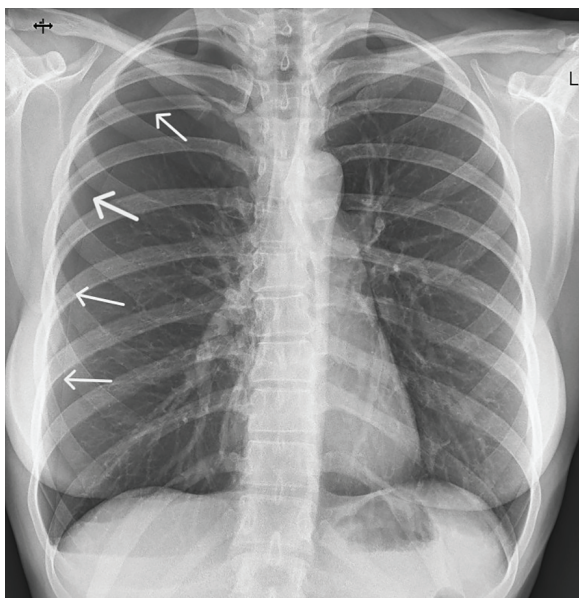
Рентгенографія при госпіталізації: правобічний пневмоторакс
